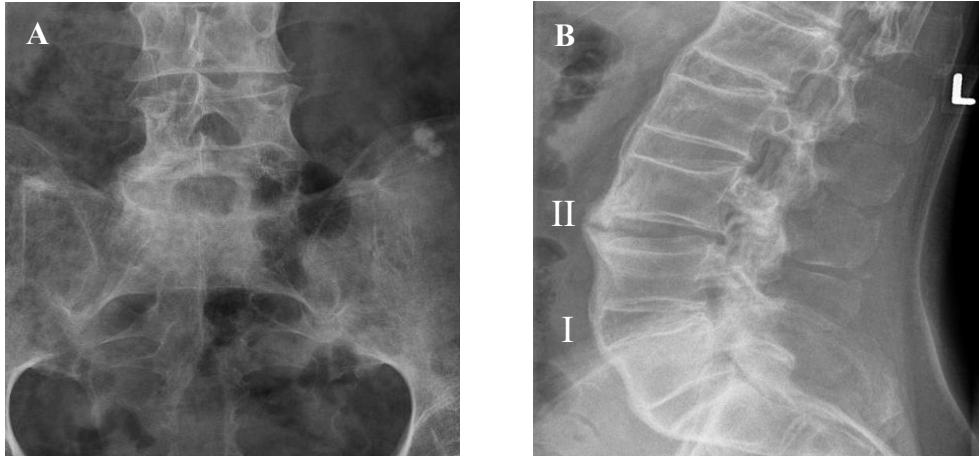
Röntgenaufnahme der Iliosakralgelenke (A) und der Lendenwirbelsäule seitlich (B)
